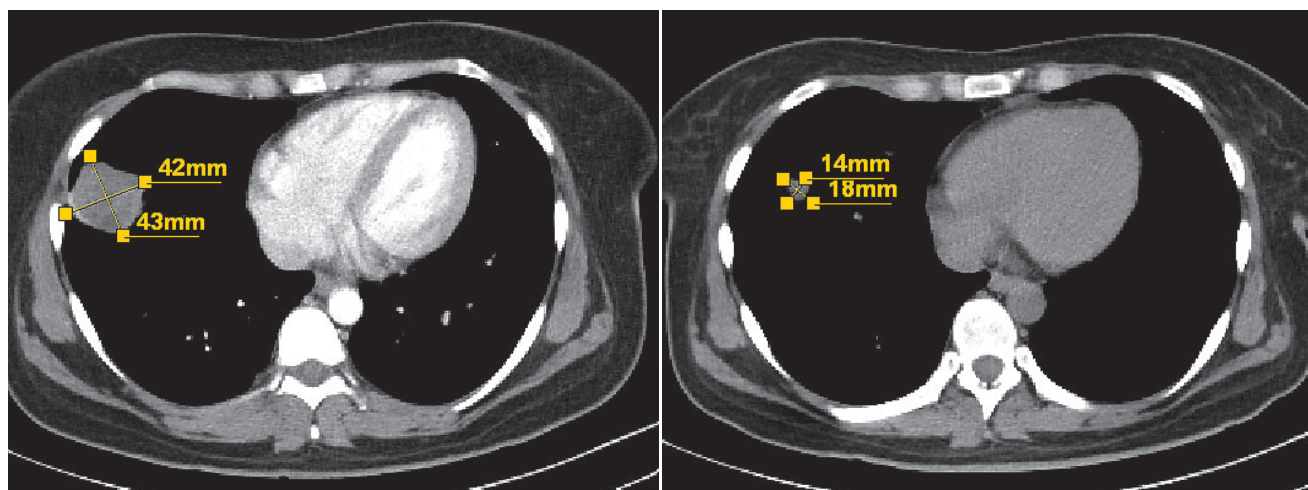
Компьютерная томография органов грудной клетки в динамике 15.03–28.05.2018 г.:
